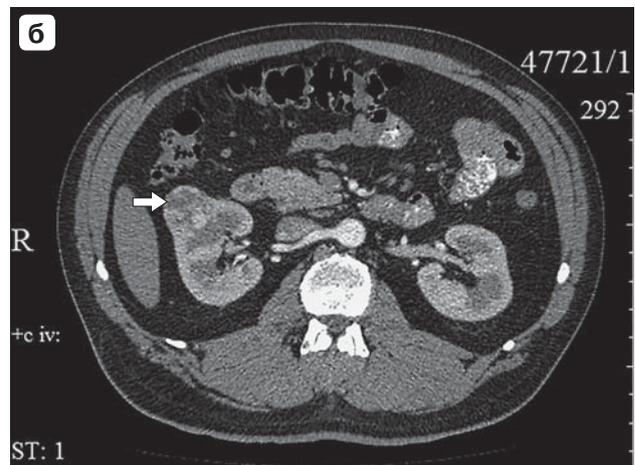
Изображения опухоли правой почки больного Б., 50 лет (сопутствующее заболевание: хронический лимфолейкоз II ст.). а – УЗ-изображение в режиме энергии отражение доплеровского сигнала (TUM – опухоль; REN D – правая почка); б – КТ-изображение, артериальная фаза, аксиальный срез (опухоль указана стрелкой); в – КТ-изображение, артериальная фаза, фронтальная проекция (опухоль указана стрелкой).
